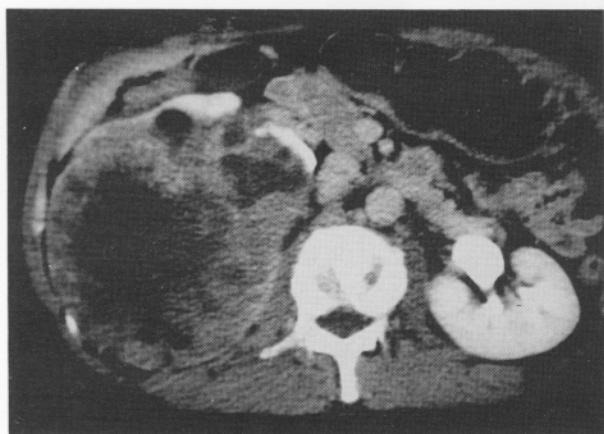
Abdominal CT scan shows 16x14cm sized heterogeneous mass on the upper pole of the right kidney, with low density lesion in central portion.
